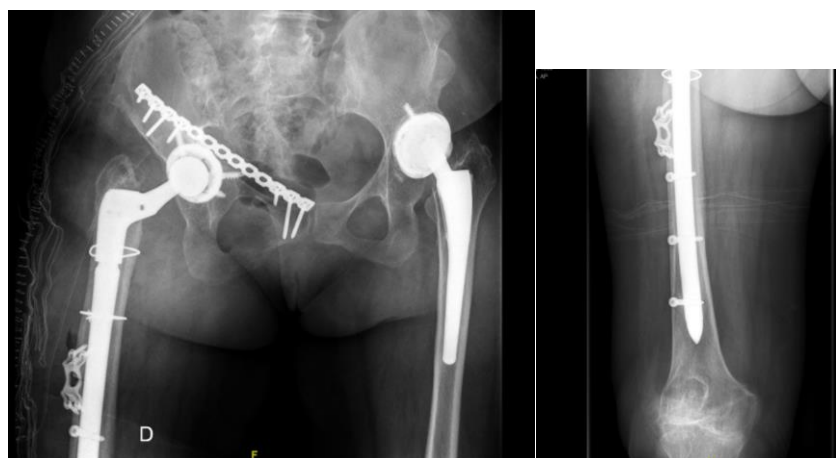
Radiografía AP pelvis y AP fémur derecho postoperatoria.
